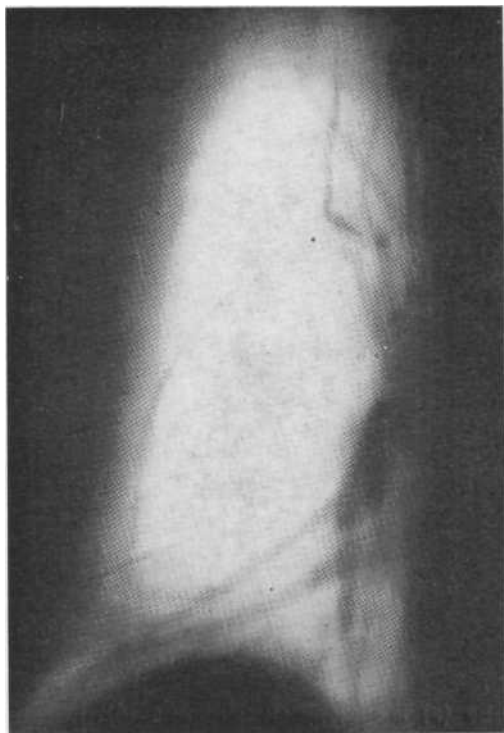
Томограмма в прямой проекции. Прогрессирующая дистрофия легкого. На фоне вздутия легкого видны расширенные крупные сосудистые ветви.
